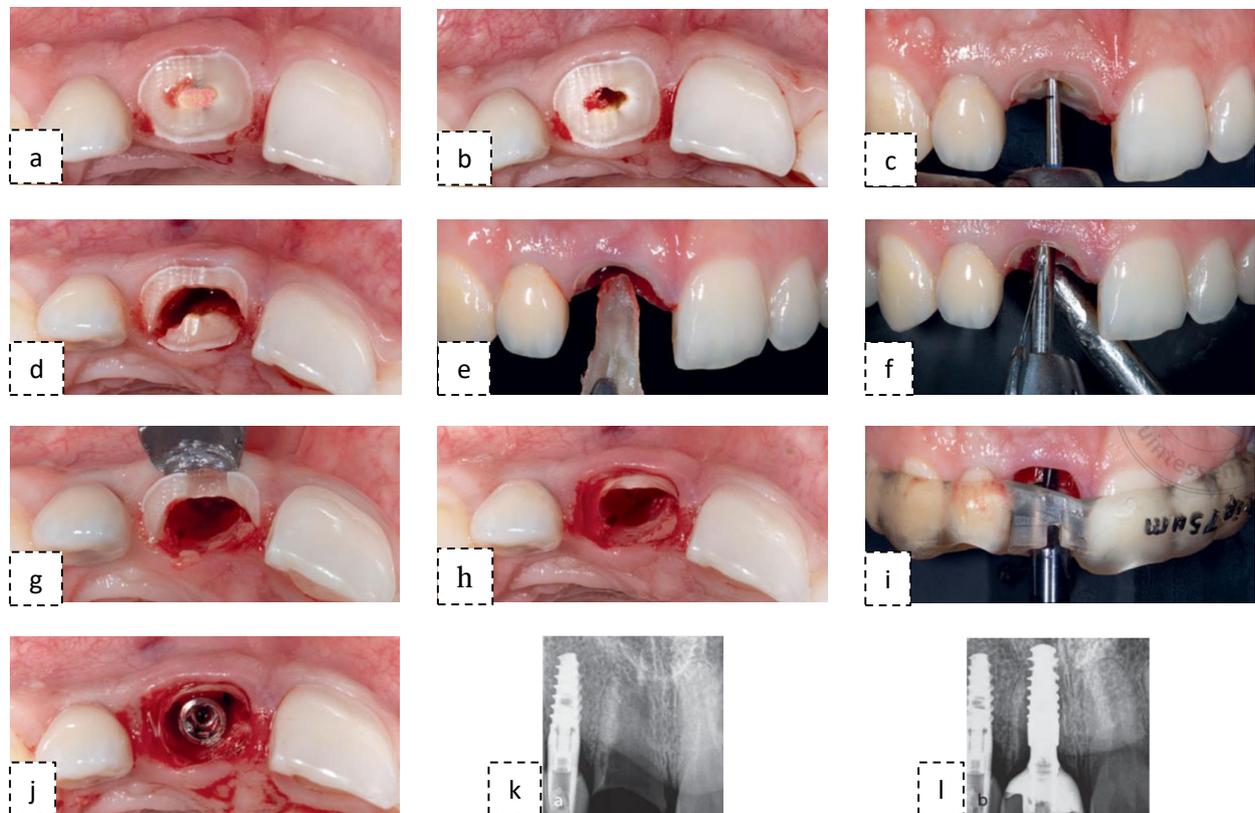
séquence opératoire de la SST (a) Décoronation. (b) Dépose de l'obturation endodontique et confirmation de la longueur de travail avec les Gates. (c) Elargissement du canal jusqu'à l'apex avec une fraise long col. (d) Section mésio-distale en arc de cercle. (e) Avulsion de la portion palatine. (f) Fraise long col sur pièce à main pour retirer l'apex, les tissus péri-apicaux et débris canalaires. (g) Protection du tissu gingival et réduction du SS au niveau osseux en vestibulaire. (h) Réduction du SS au niveau osseux en vestibulaire, ensuite étendu en proximal. (i) SS préparée avec chanfrein interne. (j) Préparation guidée du logement implantaire. (j) Vue occlusale de l'implant positionné en lingual du SS. (k) Radiographie rétro-alvéolaire pré-opératoire montrant un reste de débris endodontique. (l) Radiographie rétro-alvéolaire post-opératoire. (Gluckman et al, 2020)
